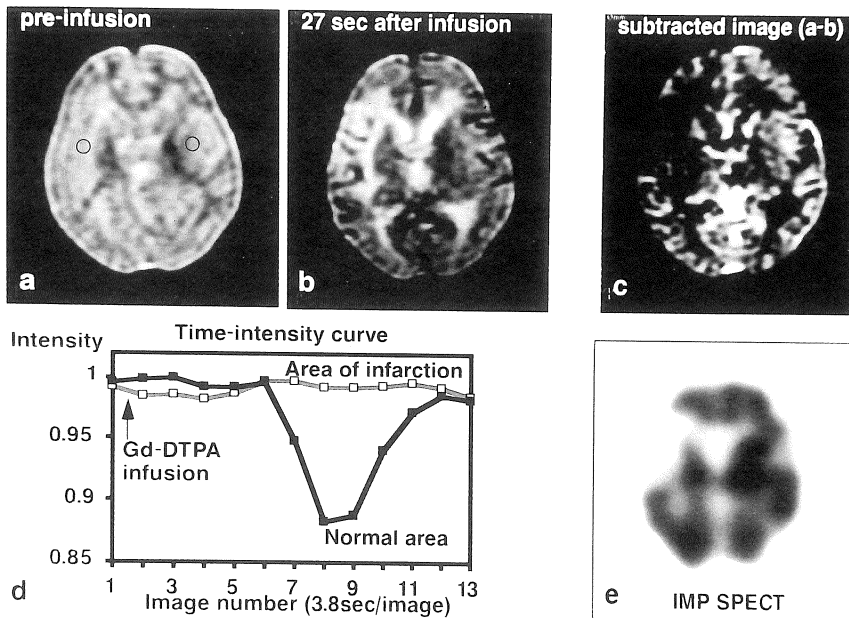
T₂-weighted dynamic MR study in a patient with cerebral infarction. (a) Precontrast T₂-weighted image. (b) T₂-weighted image at peak of signal attenuation. (c) Subtracted image calculated from a and b. Area of infarction appears bright as compared with normal area. (d) Time-signal intensity curves in normal area and infarction. Gd-DTPA induced signal reduction was disappeared in the area of infarction (e) Transaxial ¹²³I IMP SPECT image. Distribution of ¹²³I IMP fairly corresponded with a subtracted image calculated from dynamic T₂-weighted MRI.
